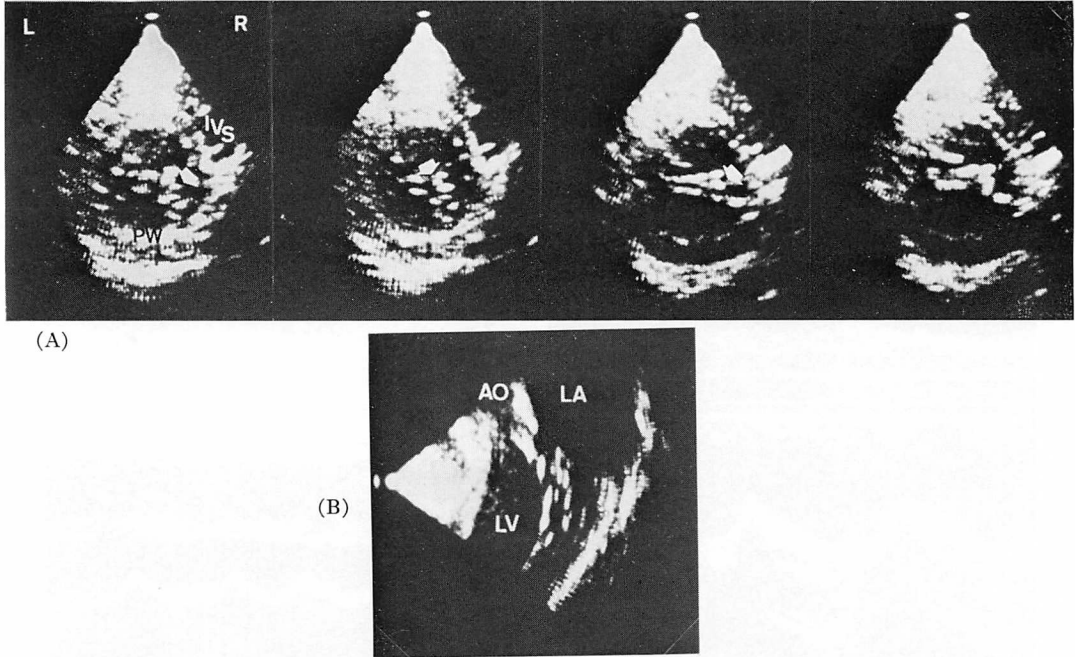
Direct visualization of the ruptured chorda tendinea of the anterior mitral leaflet using cross-sectional echocardiography.
